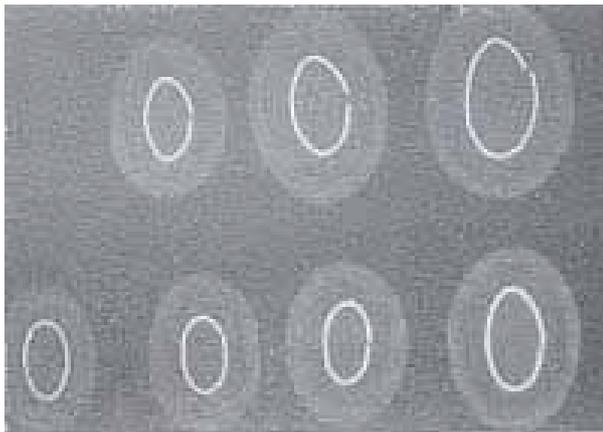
Radiografia das próteses ventriculares com disponibilidade em 3 tamanhos básicos. O pedaço de teflon é circundado com um arco metálico, permitindo sua fácil visualização na cineradioscopia.
